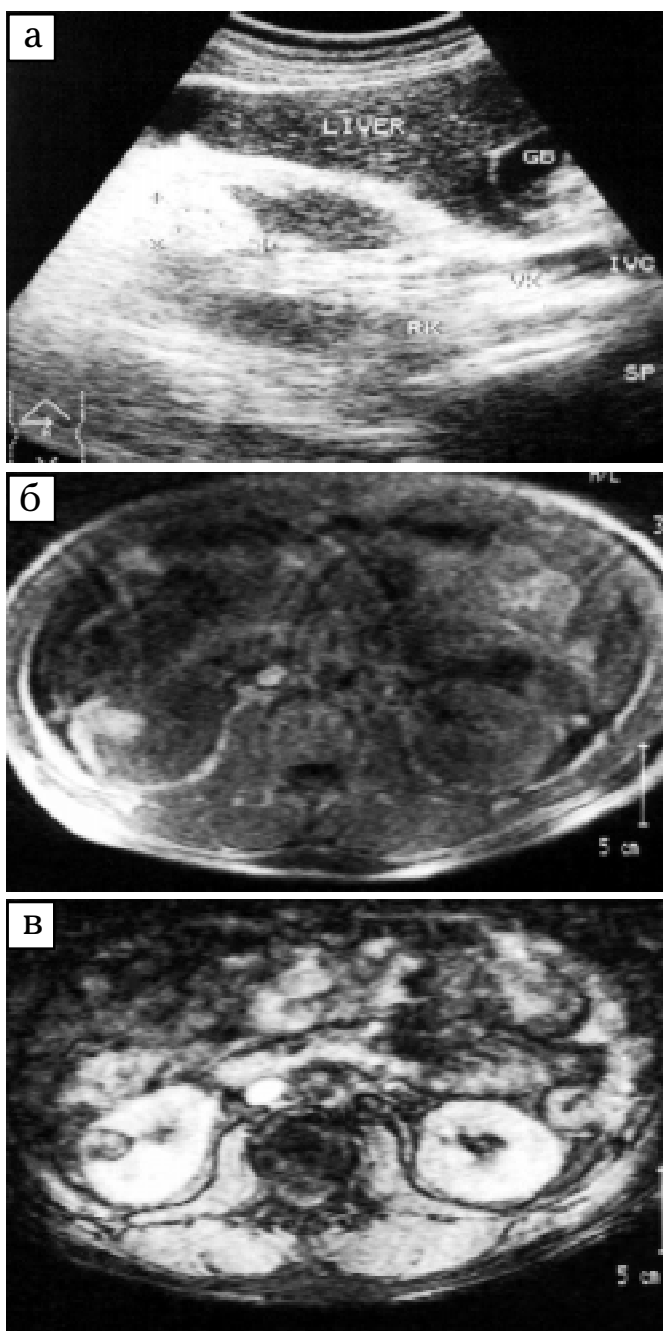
Хворий П., 57 р. Ангіоміоліптома правої нирки поєднана з НКР: а — УЗТ. У паренхімі середнього сегмента на зовнішній поверхні овальної форми розмірами 26 × 24 мм, слабогіперехогенна неоднорідна пухлина з дрібними гіпоехогенними включеннями без зміни звукопровідності з поодинокими судинами, без капсули; б — МРТ III MMSE T1 3/3 (типова картина): висока ІС від жирового вмісту пухлини; в — МРТ III GFE. Низької ІС облямівка навколо пухлини у паренхімі та інвазії капсули нирки на зовнішній поверхні — типова картина
